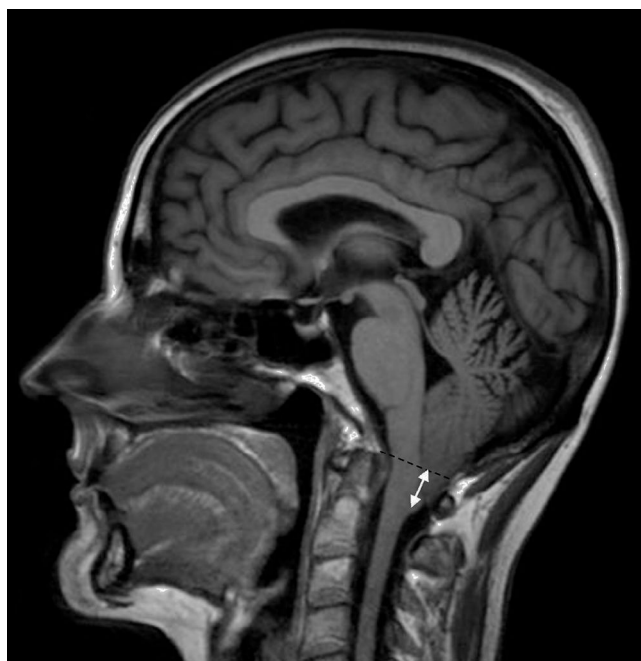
Imagen de resonancia magnética nuclear, corte sagital, del caso 8 de nuestra serie. En línea discontinua se representa la línea de McRae. La flecha marca el grado de herniación de las amígdalas cerebelosas, de 22 mm en este caso.
